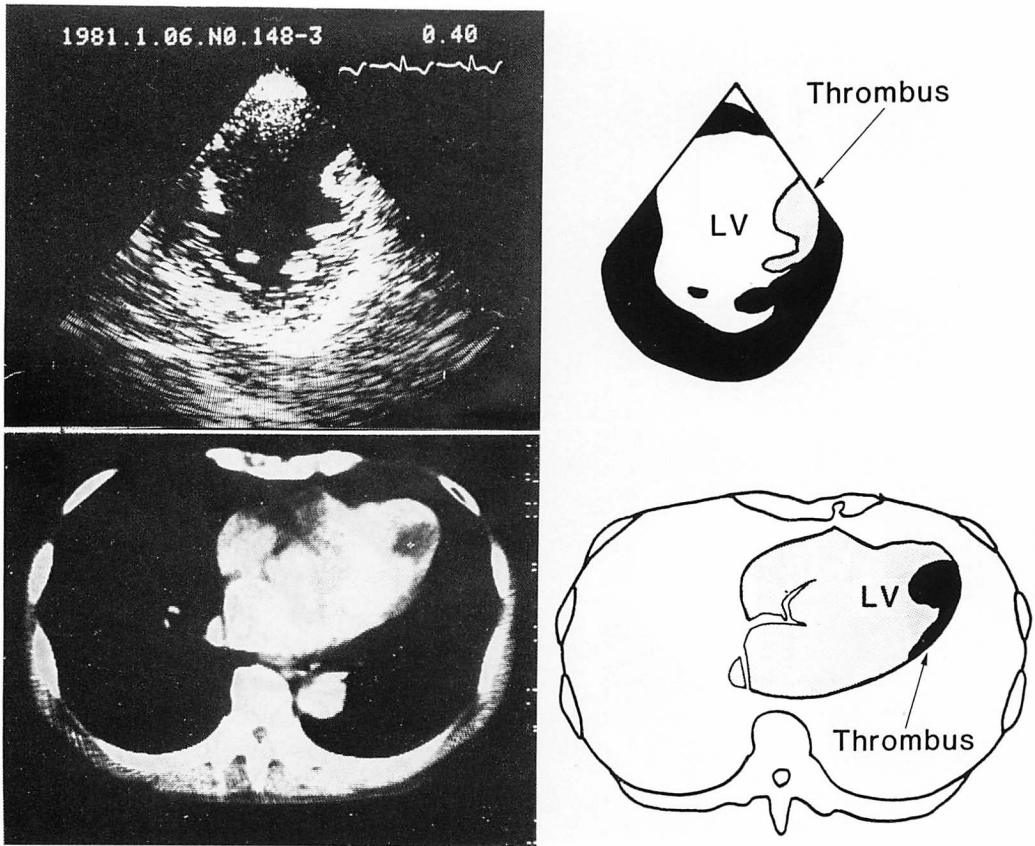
CSE and computed tomogram of Case 4.
